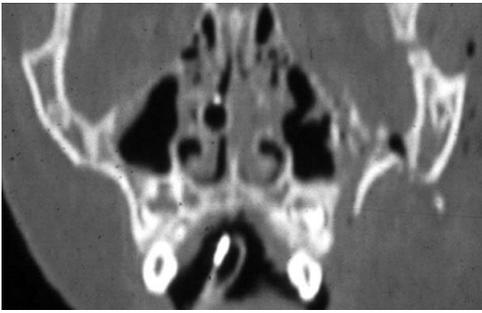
Koronare CT-Schicht mit dislozierter Jochbeinrümmerfraktur li
